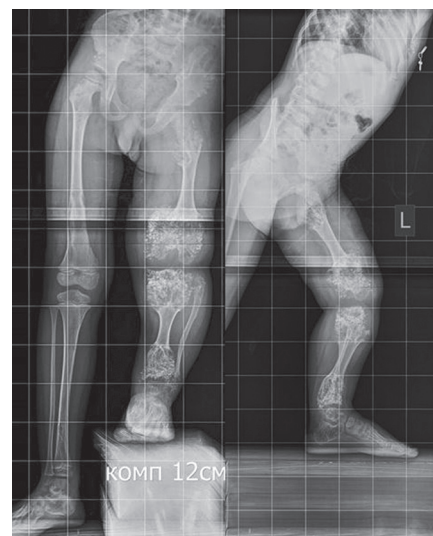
Рентгенограммы нижних конечностей при поступлении
